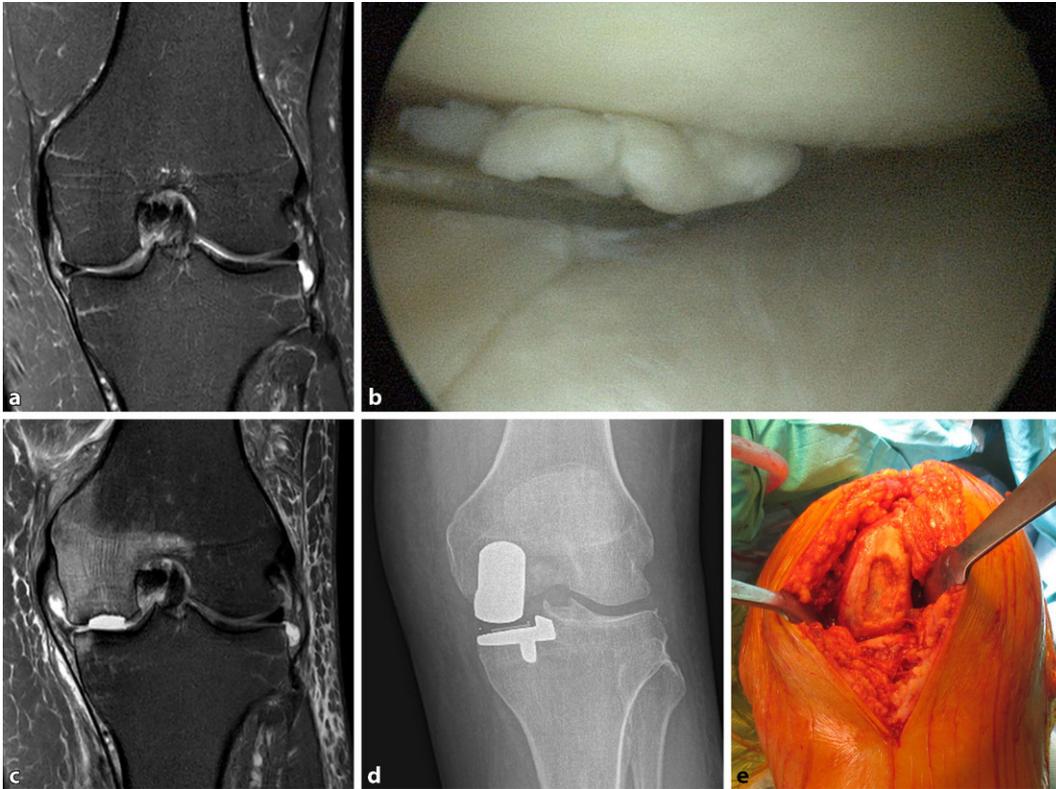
◀ a Magnetresonanztomographie (MRT) des Kniegelenks mit Darstellung einer Konturunterbrechung des Innenmeniskushinterhorns, b intraoperativer arthroskopischer Befund eines Lappenrisses im Hinterhorn des Innenmeniskus, c MRT 8 Wochen nach arthroskopischer Teilresektion des Innenmeniskushinterhorns mit dem Bild einer Osteonekrose des medialen Femurkondylus, d Kontrollröntgenbild (anterior-posterior) nach Implantation eines medialen unilateralen Gelenkoberflächenersatzes, e intraoperativer klinischer Befund eines großen osteochondralen Defekts in der Hauptbelastungszone im Rahmen der medialen Hemiarthroplastik
